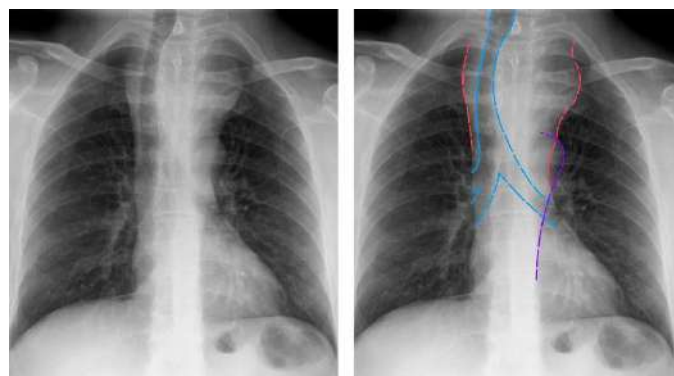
Esta radiografía muestra una gran masa que ensancha la parte superior del mediastino (línea roja) y desplaza la tráquea hacia la derecha (línea azul). La masa no hace signo de silueta con el arco ni con la aorta descendente (línea morada).
